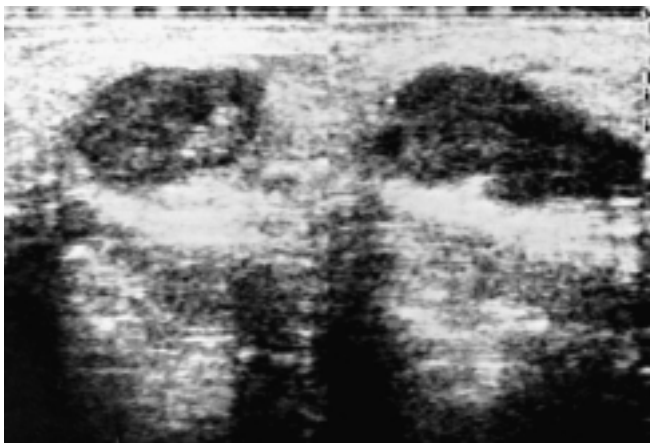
Ecografia. Formazione nodulare solida ipoecogena, con diametro pari a 3 cm e con ecostruttura interna disomogenea.
